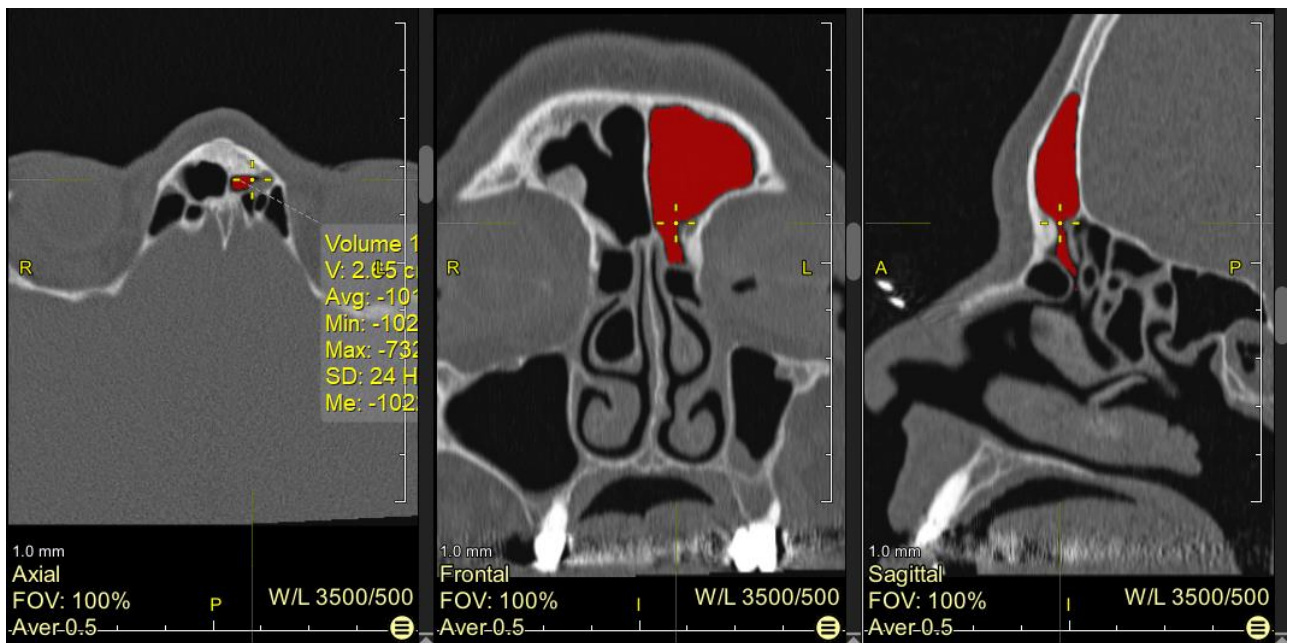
Оцінка кісткового сполучення лівої лобової пазухи з верхнім носовим ходом у фронтальній та сагітальній площинах на зрізах комп'ютерної томограми жінки 47 років.
